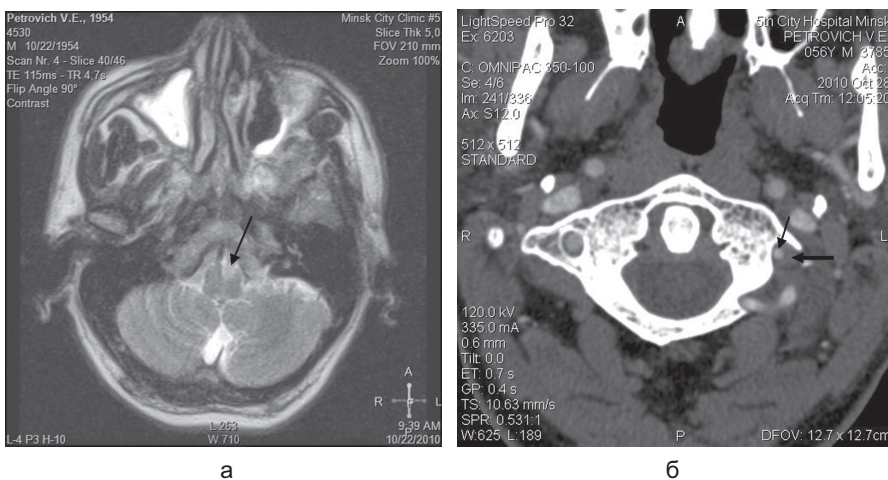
Пациент П., 56 лет. МРТ головного мозга (режим T1): а — медиальный инфаркт продолговатого мозга (стрелка).
